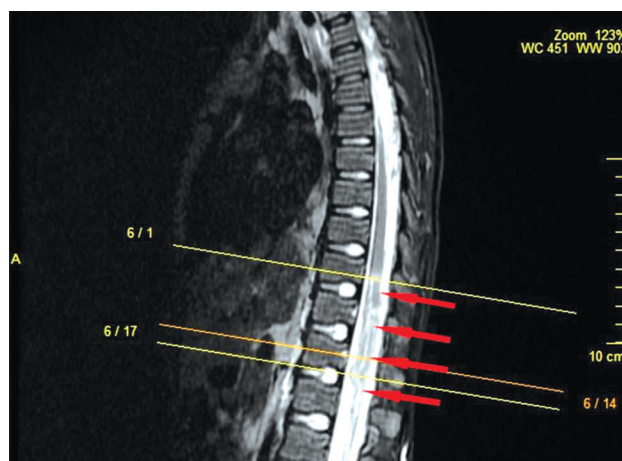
МРТ спинного мозга, острый период. Режим T2W_TSI в сагиттальной проекции. Миелопатия на уровне Th10 – L1
